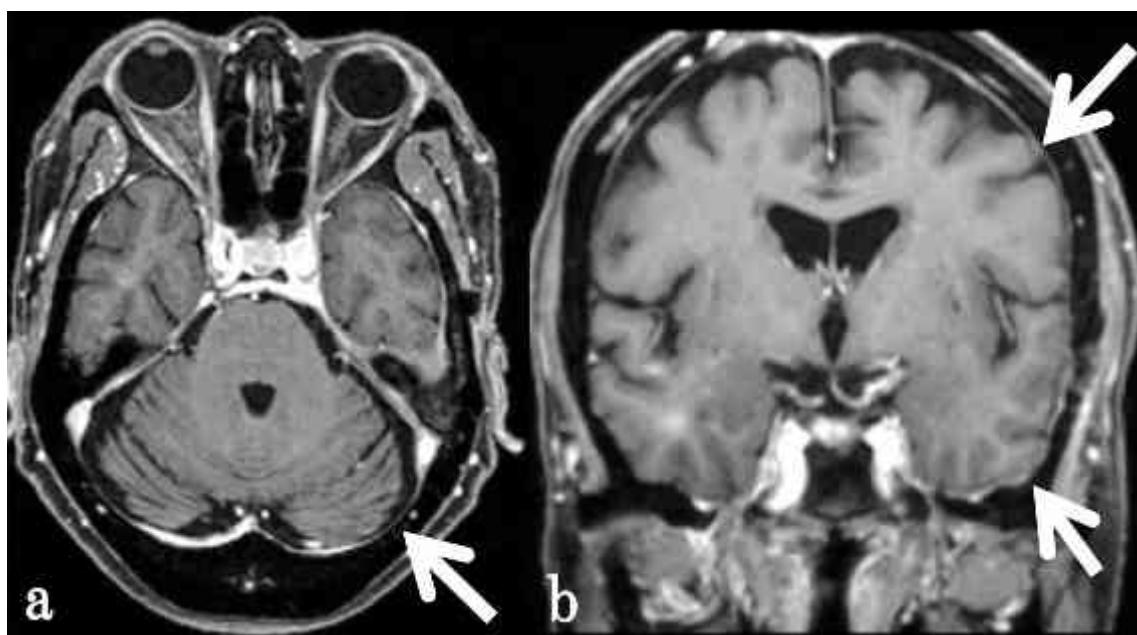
症例 2 の副腎皮質ステロイド投与後の頭部ガドリニウム造影 MRI T1 強調画像。
